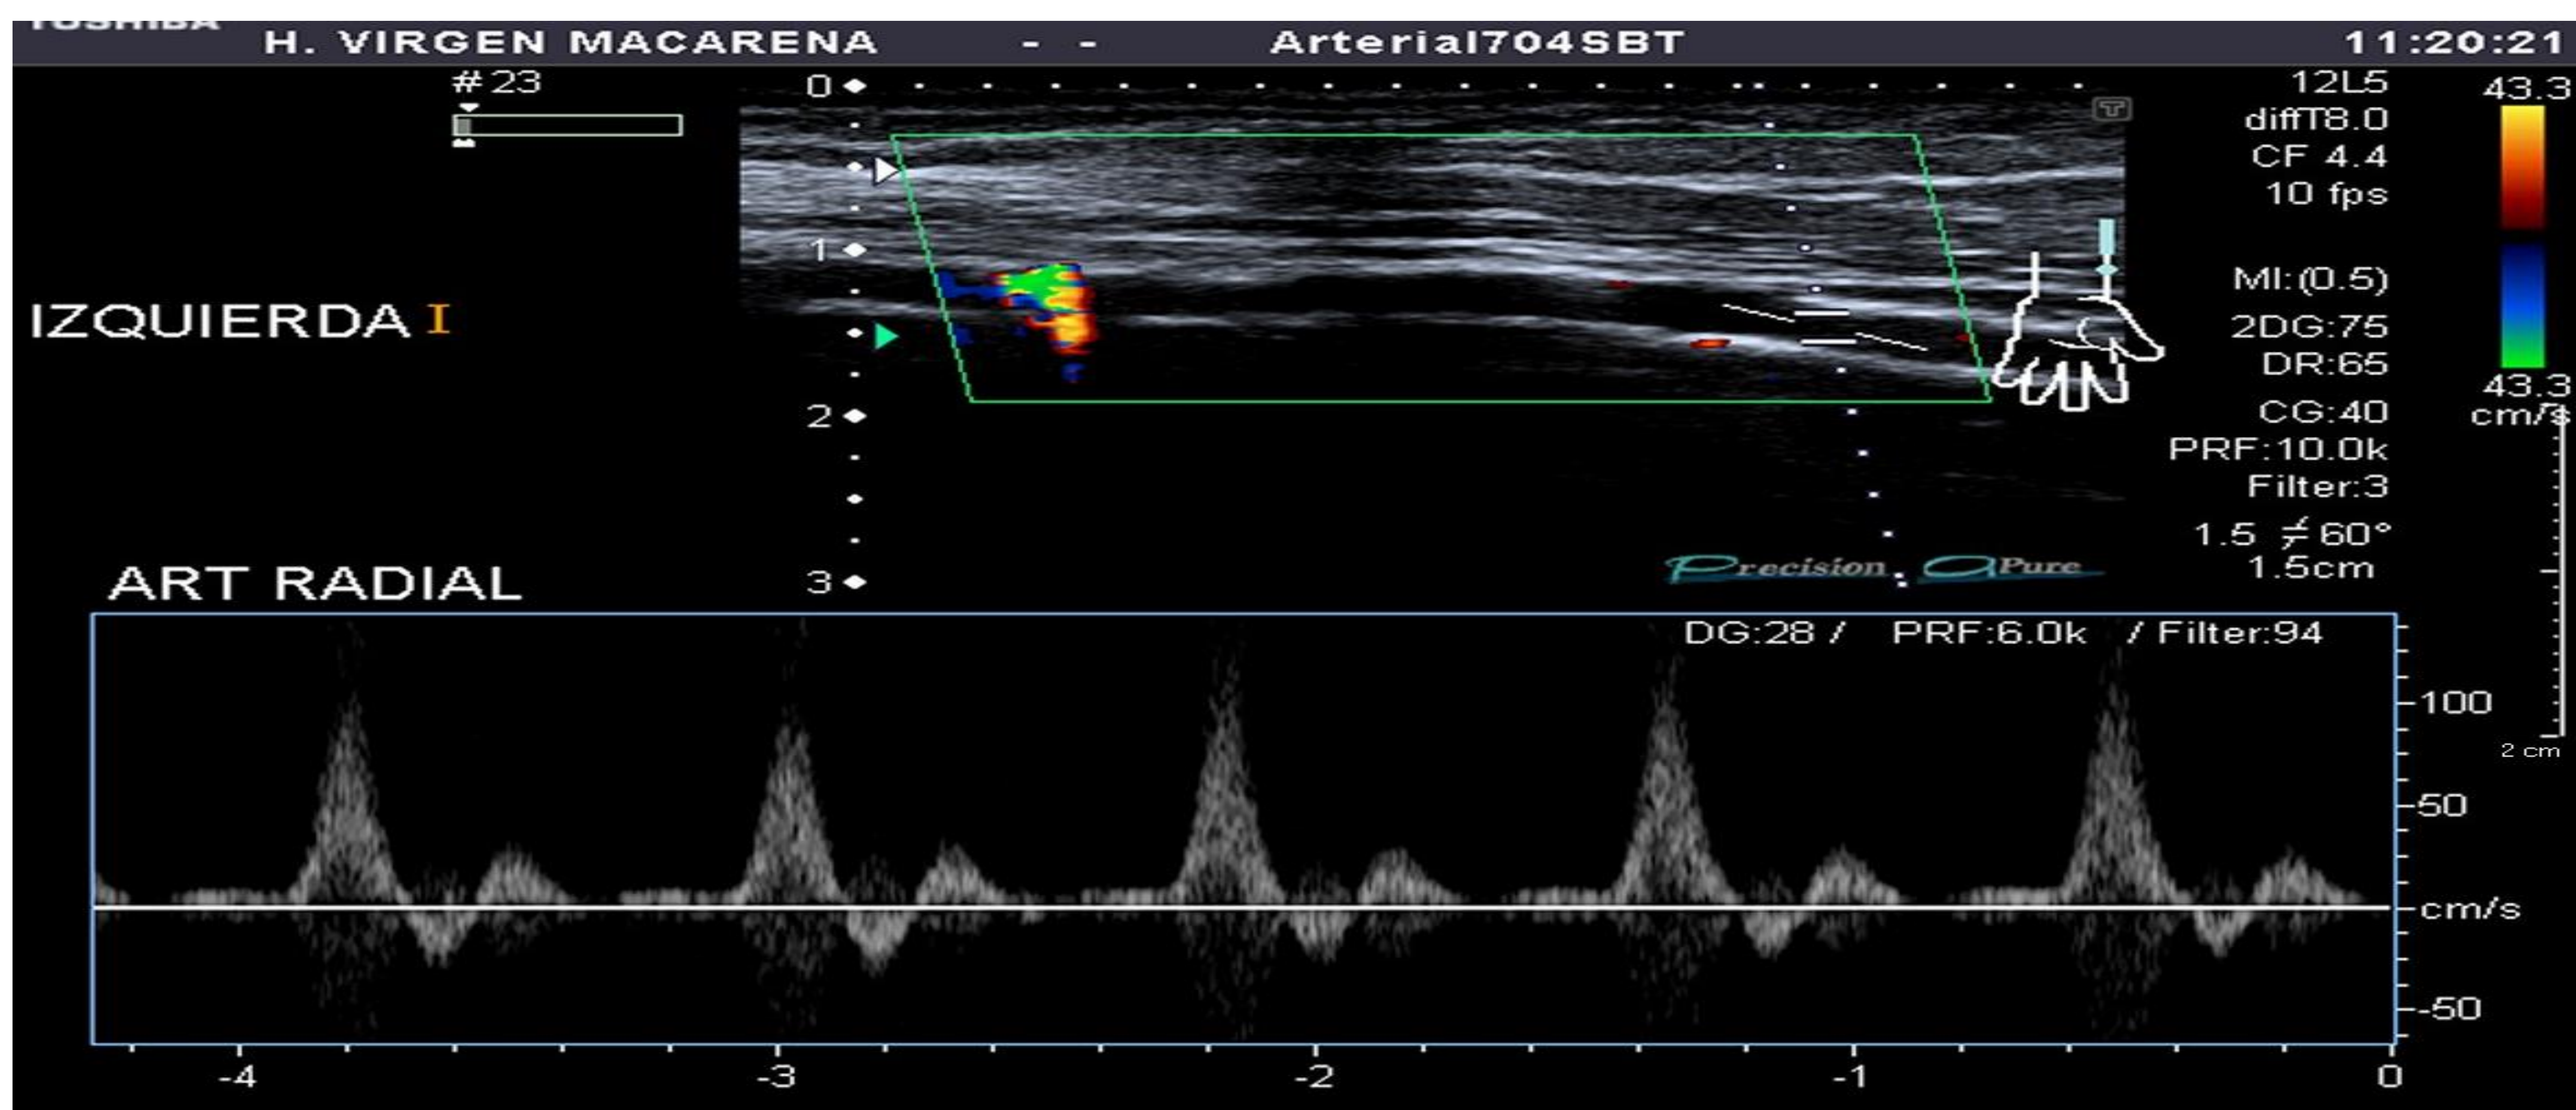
Imagen ecografía en modo doppler color y espectral. Se visualiza patrón de flujo trifásico con velocidades picosistólica mayores a 50 cm/s.
